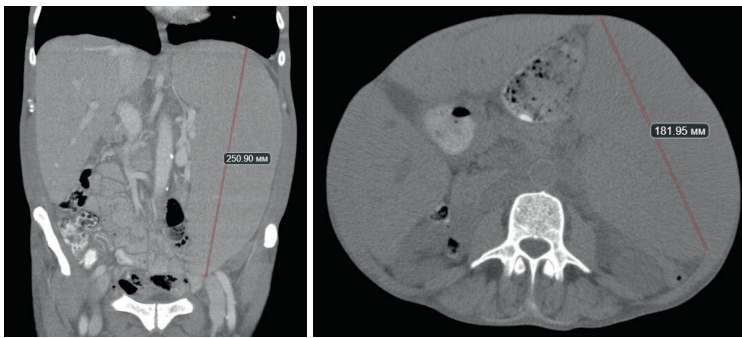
Компьютерная томография органов брюшной полости: спленоmegалия 250 × 180 мм
